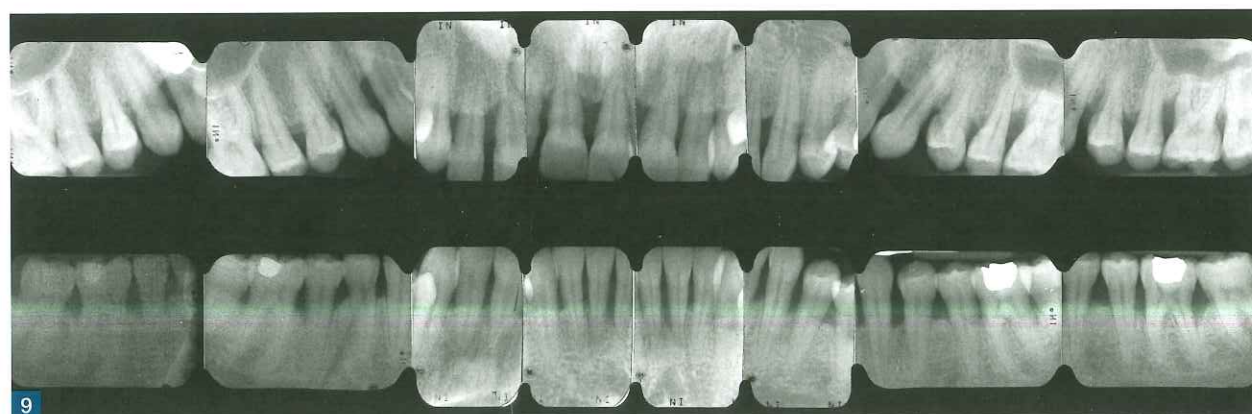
La sistematica radiografica endorale è un importante supporto diagnostico nei pazienti parodontopatici (14/16 radiografie periapicali), in quanto fornisce una immagine completa dei denti del paziente e del tessuto osseo circostante.
